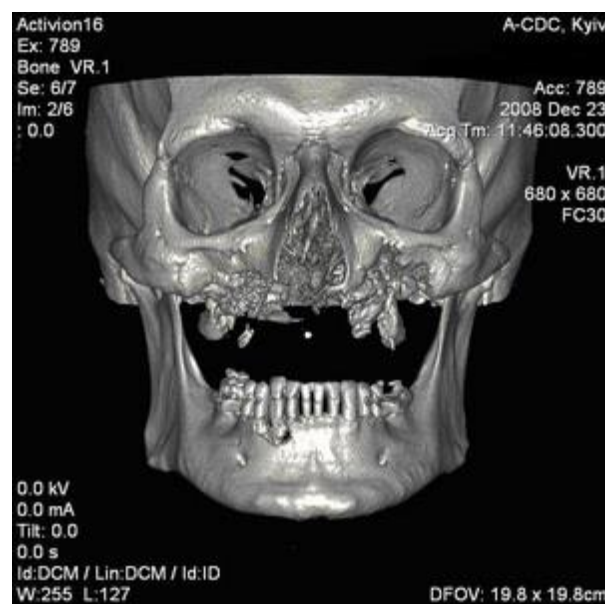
КТ-3D хворого К., 28 р. Стан після резекції верхньої щелепи з приводу остеомієліту.
